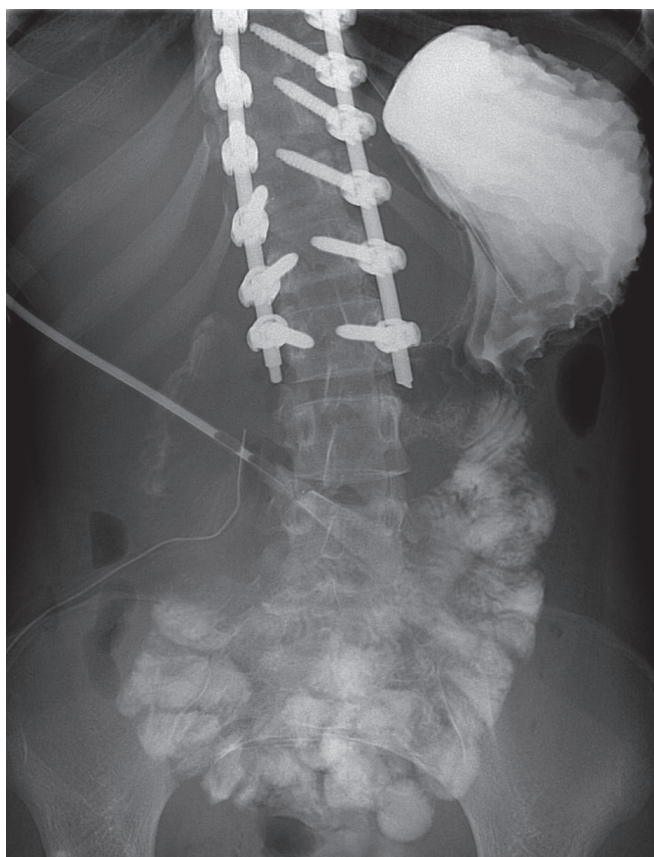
Radiografia diretta dell'addome con mezzo di contrasto idrosolubile post-intervento
